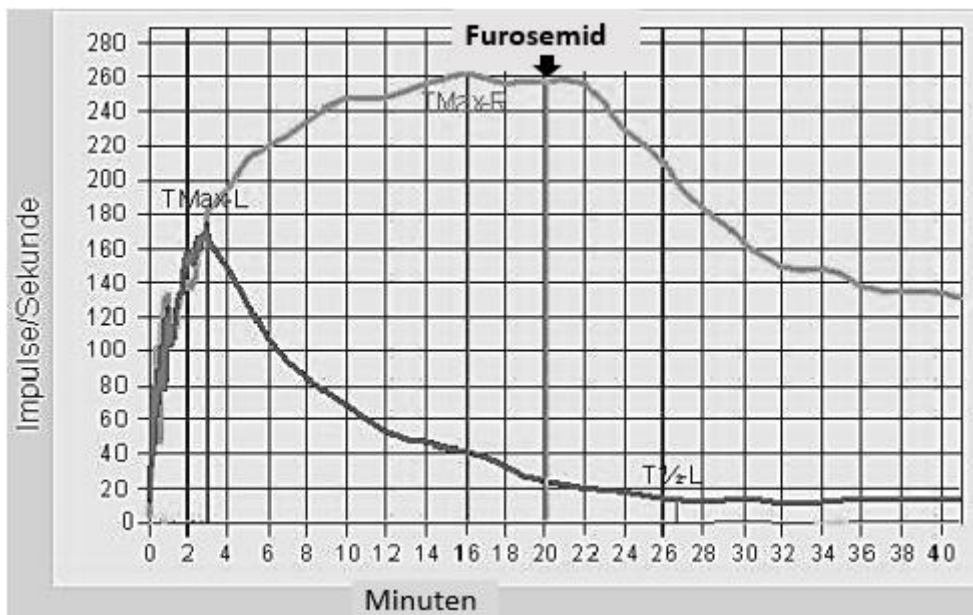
Kurvenverläufe in der MAG-Szintigraphie: Beispiel aus der Praxis, bei derselben 18 Monate alten Patientin mit UAE rechts, von der bereits die Bilder aus der Sonographie und die Phasenbilder der Szintigraphie abgebildet wurden. Während die Kurve über dem linken NBKS (dunklere Linie) einen prompten Abfluss zeigt, findet sich rechts (hellere Linie) zunächst ein kontinuierlicher Anstieg, nach Gabe von Furosemid dann ein unvollständiger Abfall der Traceraktivität.
